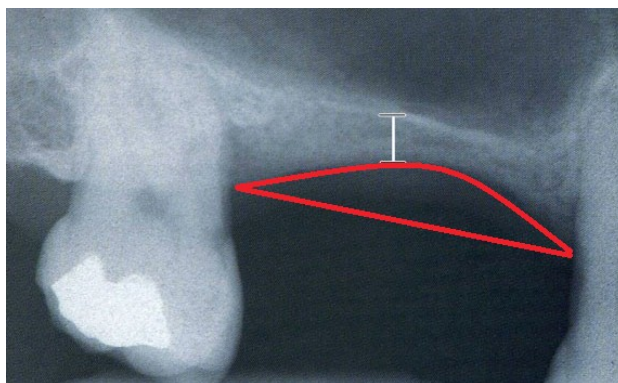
Esempio di immagine radiografica in cui è riconoscibile un ritiro osseo
